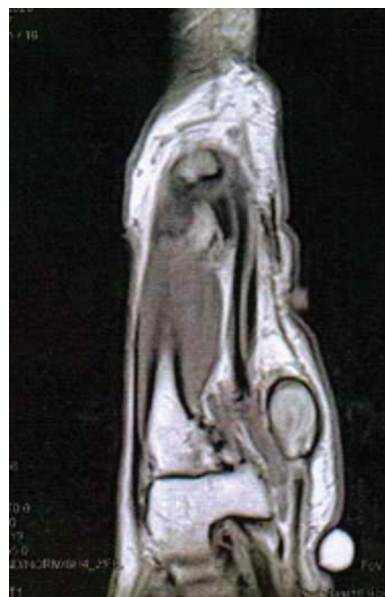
Corte coronal de angiorresonancia a nivel de la eminencia hipotenar, en que se aprecia aneurisma sacular de arteria cubital permeable.
